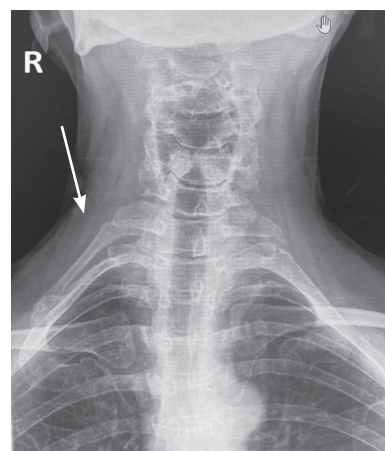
Рентгенография пациента Ф. Определяются полноценное добавочное шейное ребро справа, гипертрофия поперечного отростка C₇ слева. Стрелка указывает на правостороннее полностью сформированное шейное ребро (из личного фотоархива Л.М. Стрелковой)
